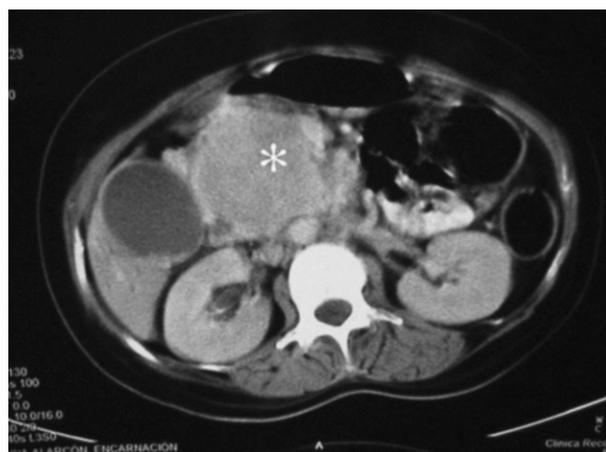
Tomografía computarizada abdominal. Gran masa sólida dependiente de la cabeza pancreática (\*) con dilatación de la vía biliar intrahepática y extrahepática. Dilatación del conducto de Wirsung. Colelitiasis. Imagen de pseudoquiste en cola de páncreas.
